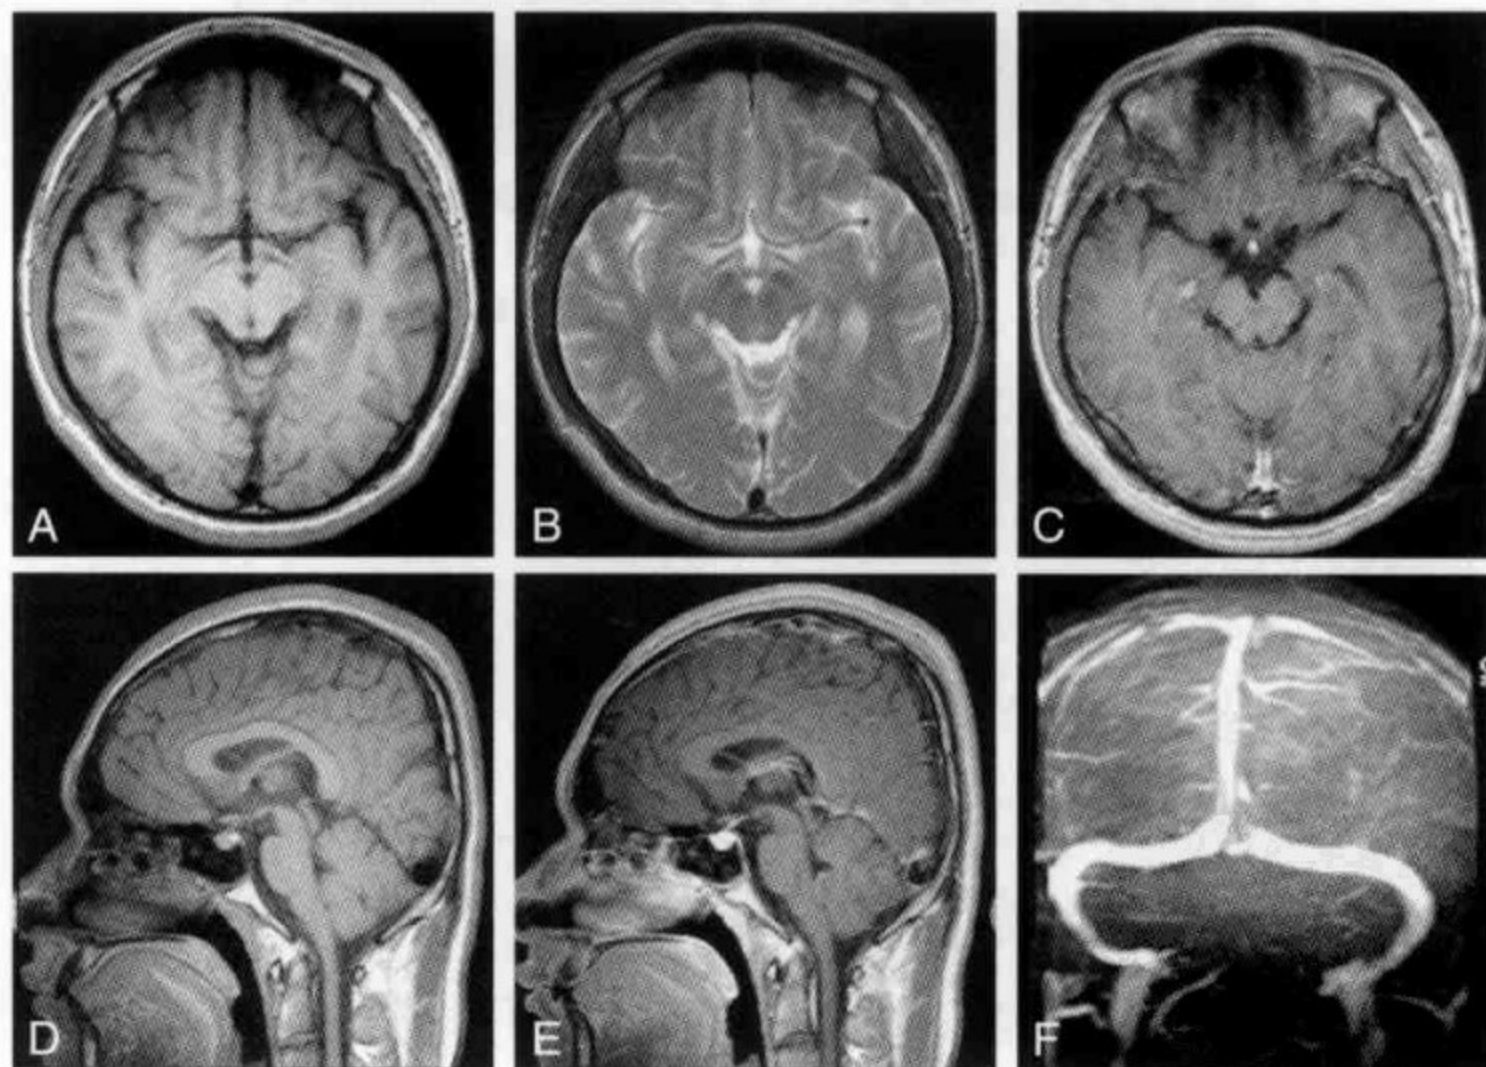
正常静脉及静脉窦 MRI 及 MRV
